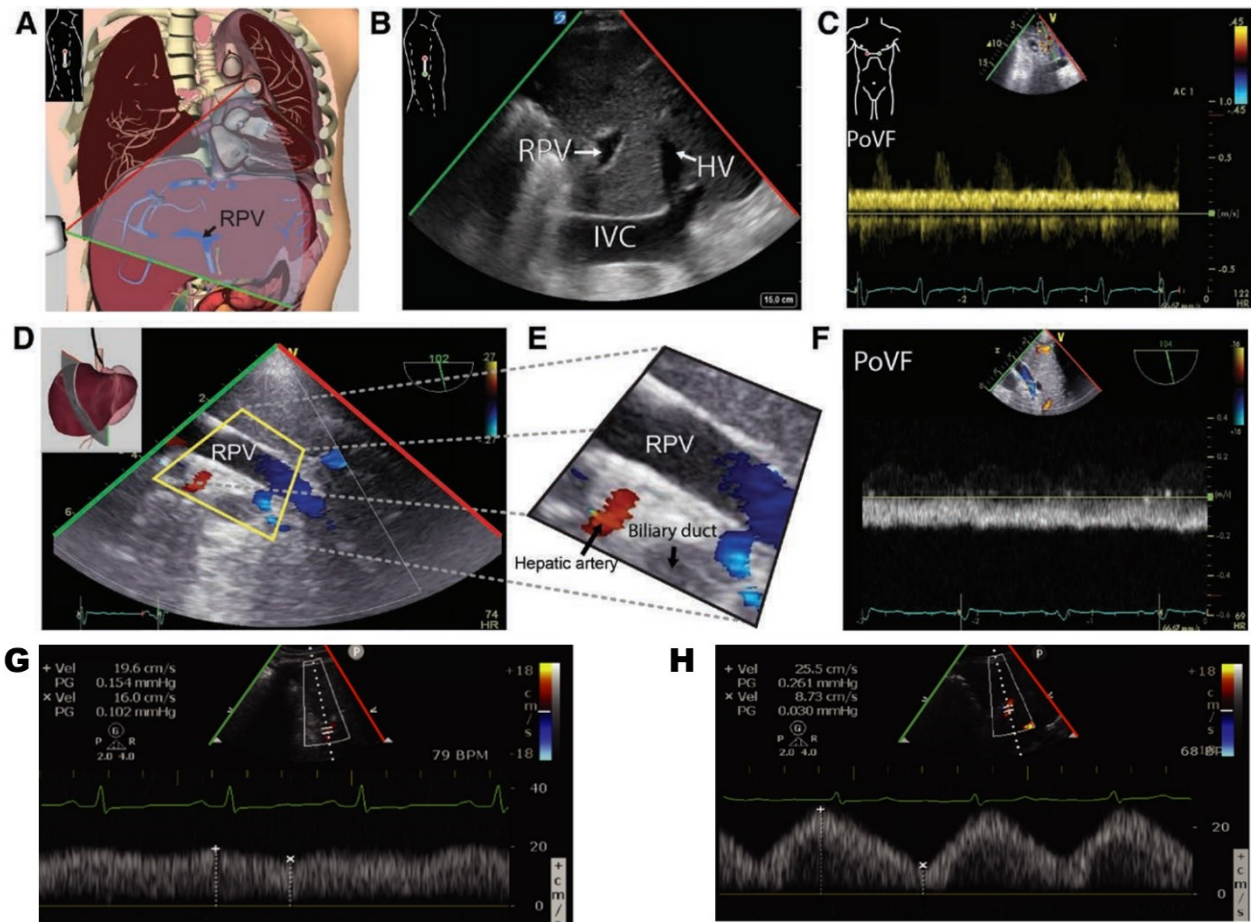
L'évaluation du flot dans la veine porte par échographie Doppler pulsé
